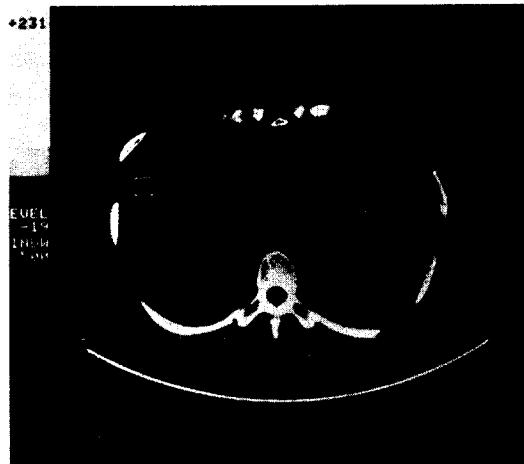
(症例 1) 手術前 胸部콤팩터단층촬영 所見
